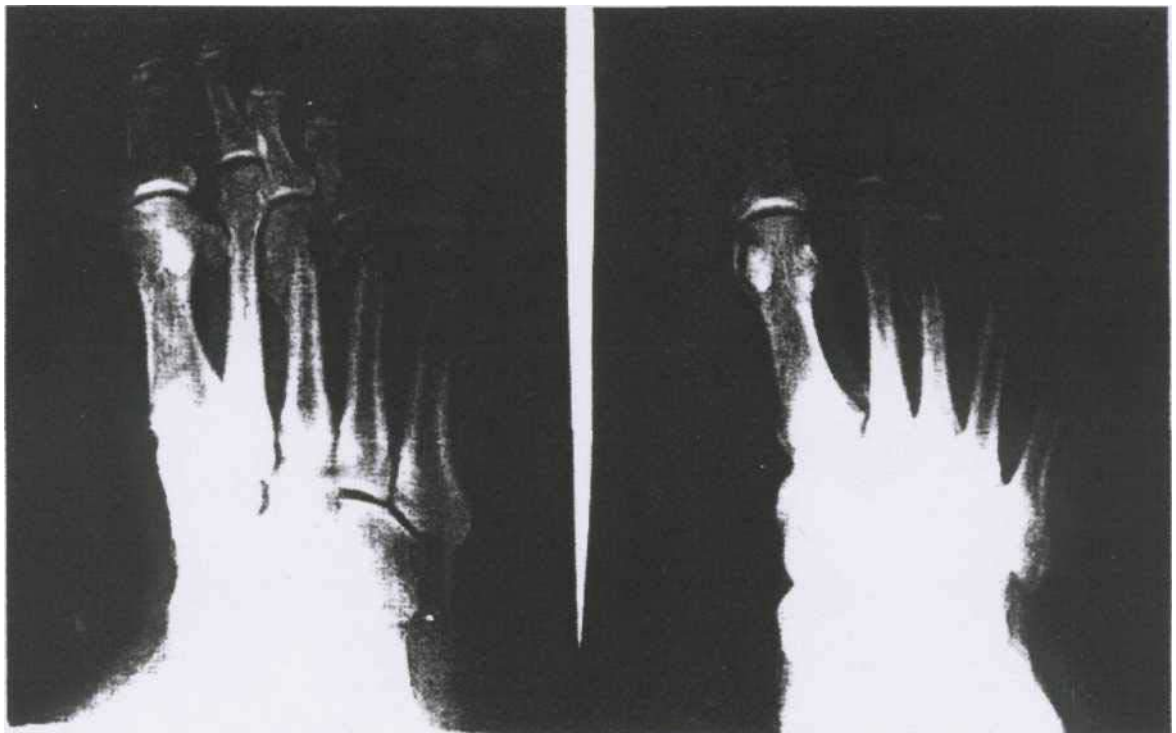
Рентгенограма правої стопи хворого Ю. через 6 місяців після комплексного лікування з додаванням еспа-ліпону - остеопороз кісток пальців, зрощений перелом 3-4-ї плеснових кісток, склероз судин стопи.
